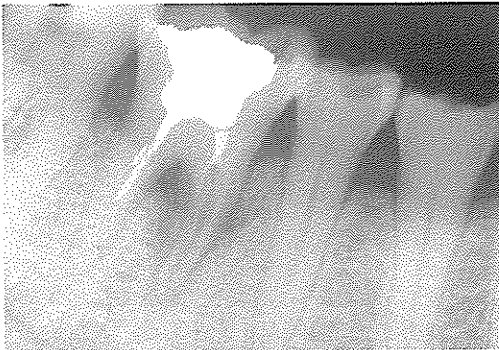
치근의 수직과절을 보여주는 방사선사진
